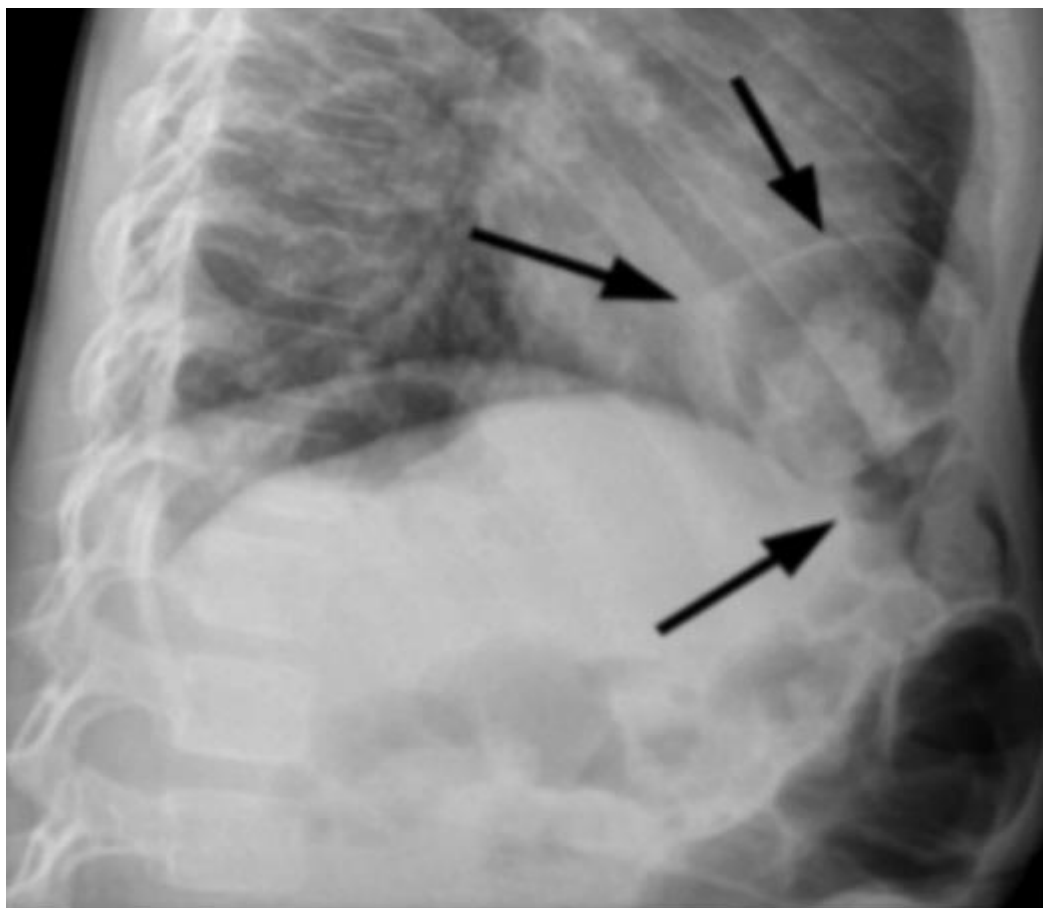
Hernie de Morgagni chez un enfant de 2 ans. La radiographie thoracique de profil montre la hernie d'une boucle intestinale (flèches) dans un emplacement classique par un défaut antéro-médial [98]
